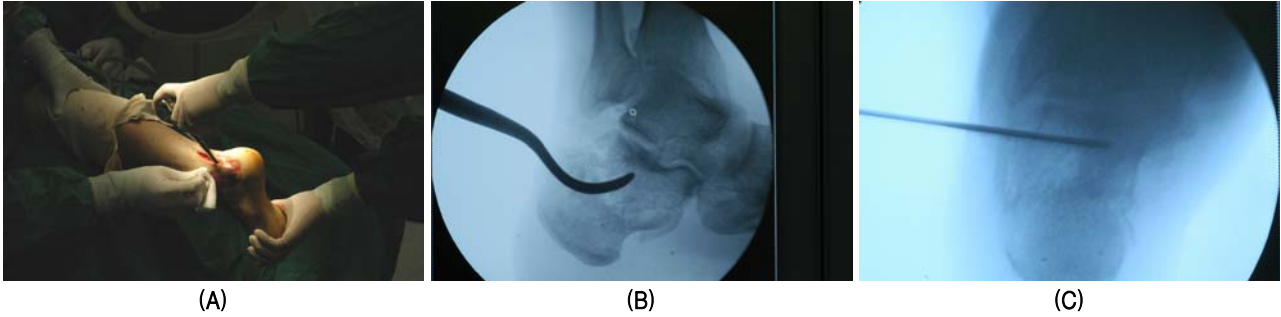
(A) Displaced posterior facet can be visualized directly and it can be reduced with Cregor periosteal elevator. (B) We can check the reducibility instantly on Broden's view by image intensifier fluoroscope. (C) The fracture fragments were temporarily fixed using K-wire and checked axial radiograph.
